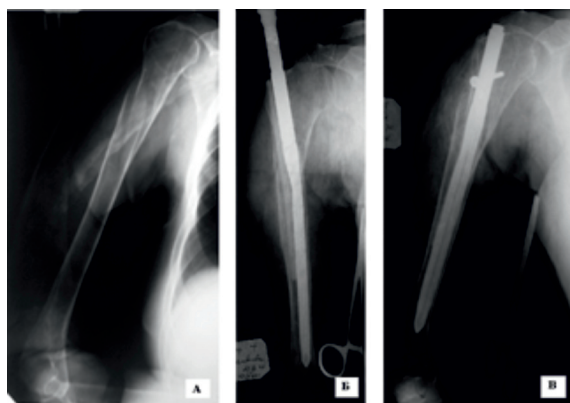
Рентгенограммы пациентки М., 70 лет: а) при поступлении; б) закрытое антеградное поочередное введение в канал плеча аллотрансплантата и стержня Fixion IL (до его расширения); в) фиксация отломков стержнем Fixion IL после его расширения и поперечного блокирования
